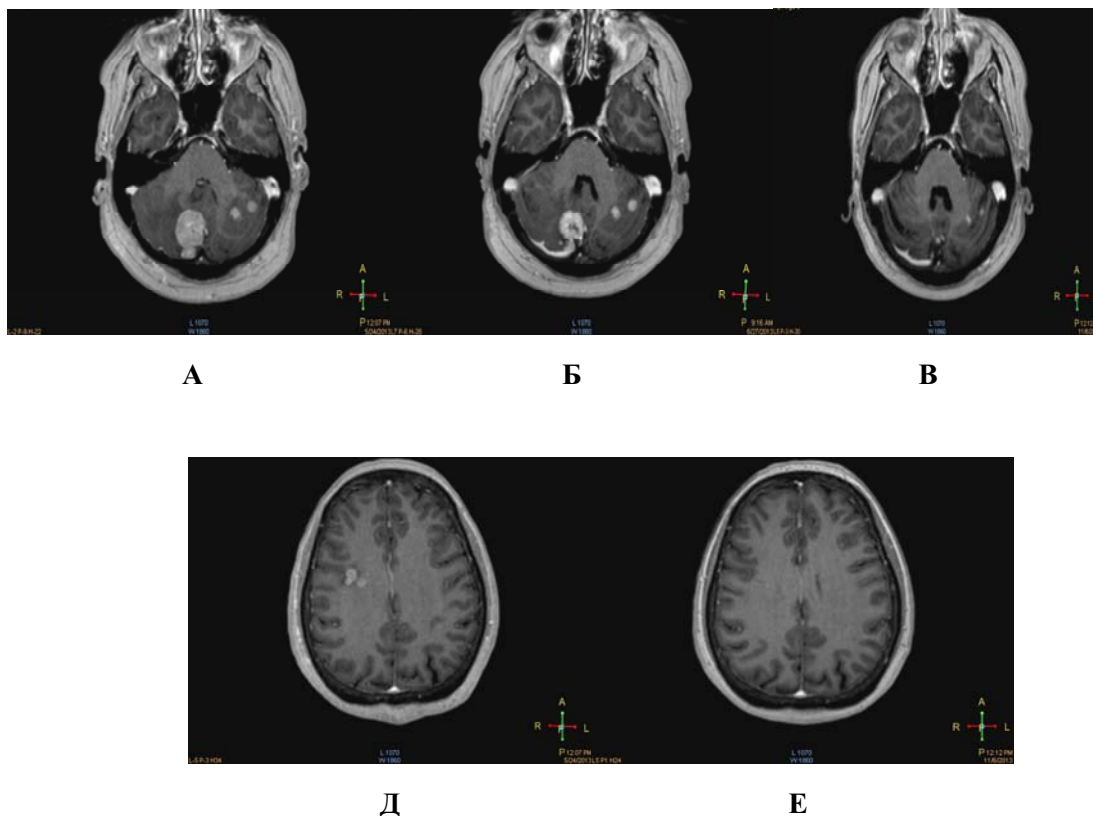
Пациентка 58 лет. Рак молочной железы. Множественные метастазы суб–супратенториальной локализации (числом 10). МРТ до СРХ (А). На МРТ через 3 месяца после проведения СРХ определяется уменьшение объема очага с 10,034см³ до 2,200см³ (рис Б) и через 6 месяцев, метастазы не визуализируется (В). На нижних рисунках показано состояние супратенториальных очагов до (Д) и после СРХ через 6 месяцев (Е). Полный ответ
